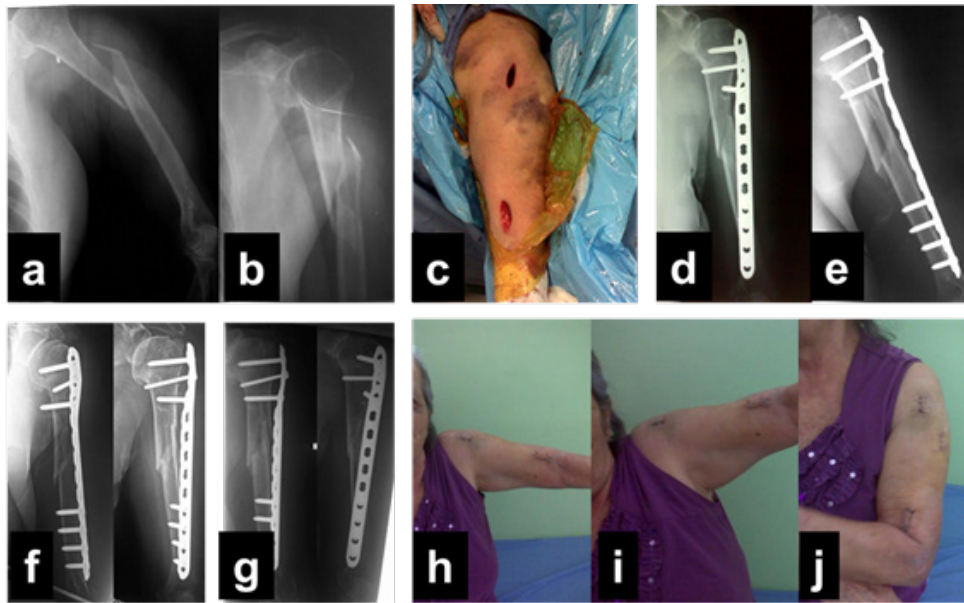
Caso clínico, paciente femenino de 81 años con fractura AO/ASIF 11A1.1 IC1MT1NV2. 1a y 1b: Radiografías preoperatorias; 1c: Incisiones lateral proximal y distal anterior; 1d y 1e: Radiografías del postoperatorio inmediato; 1f: Postoperatorio 8 semanas; 1g: Postoperatorio 16 semanas; 1h, 1i y 1j: Resultados clínicos 16 semanas.
